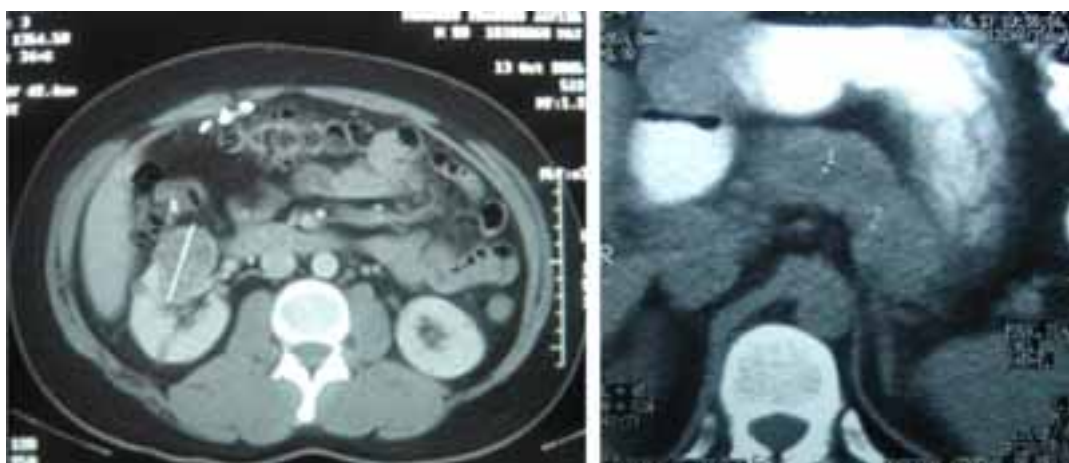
Tomografía computada de abdomen que muestra presencia de quiste renal y múltiples quistes a nivel pancreático.
